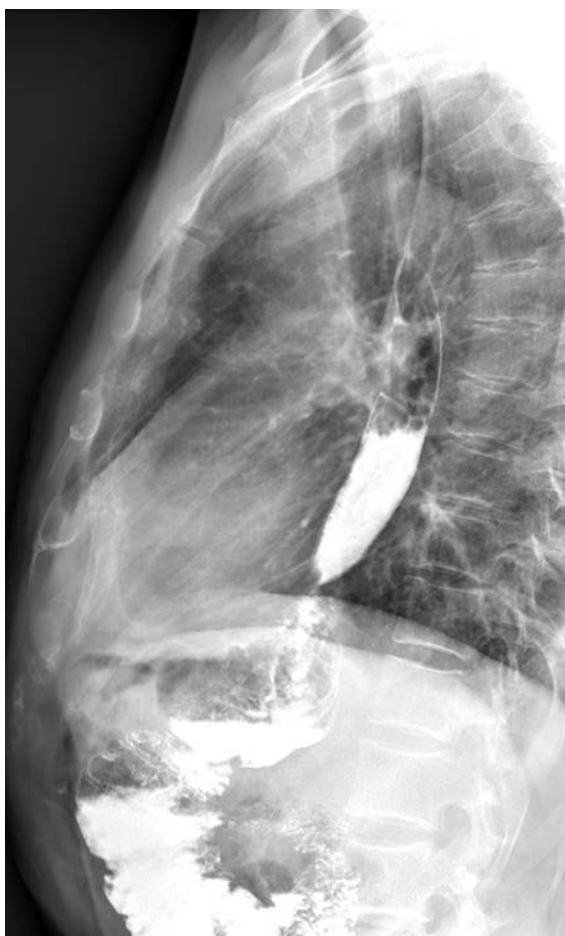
Послеоперационная рентгенография в косой проекции.
